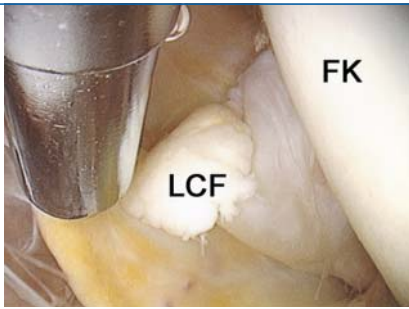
▲ Arthroscopischer Befund (Patient wie in □ Abb. 1, 2, 3), Fossa acetabuli, z. T. dargestellter Femurkopf (FK); Portale: laterale Arthroskop/anterolaterale Shaver; es zeigt sich eine partielle Läsion des Lig. capitis femoris (LCF) mit einem lappenartigen Rissanteil; der intraartikuläre Befund ist mit den Beschwerden des Patienten und dem Arthro-MRT-Befund (□ Abb. 2, 3) in Einklang zu bringen
